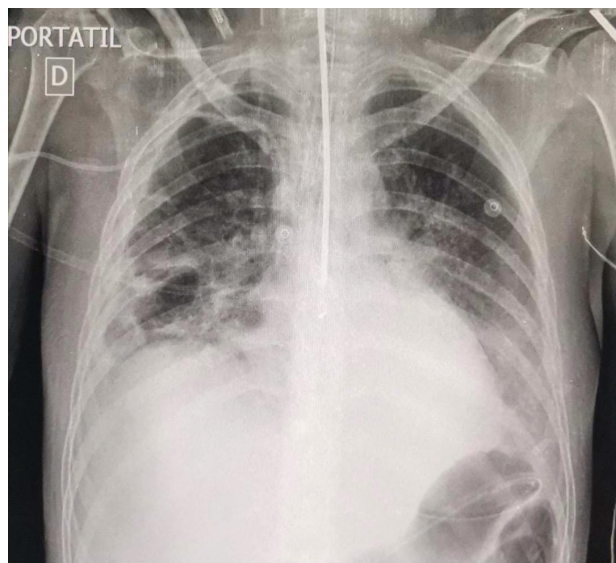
Radiografía de tórax: Presencia de tubo orotraqueal, Doppler esofágico, catéter venoso central en subclavia derecha; lesiones alveolares intersticiales bilaterales a predominio basal
